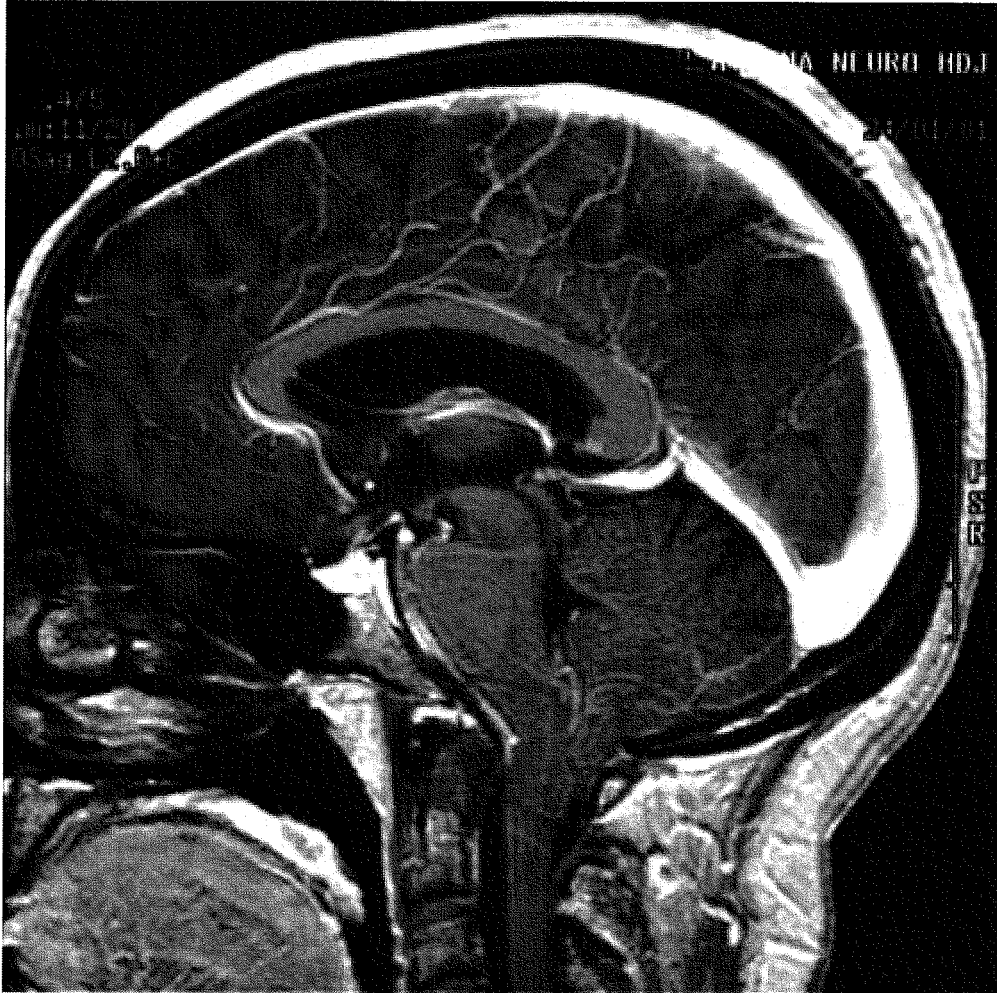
IRM cérébrale de contrôle à 7 mois
